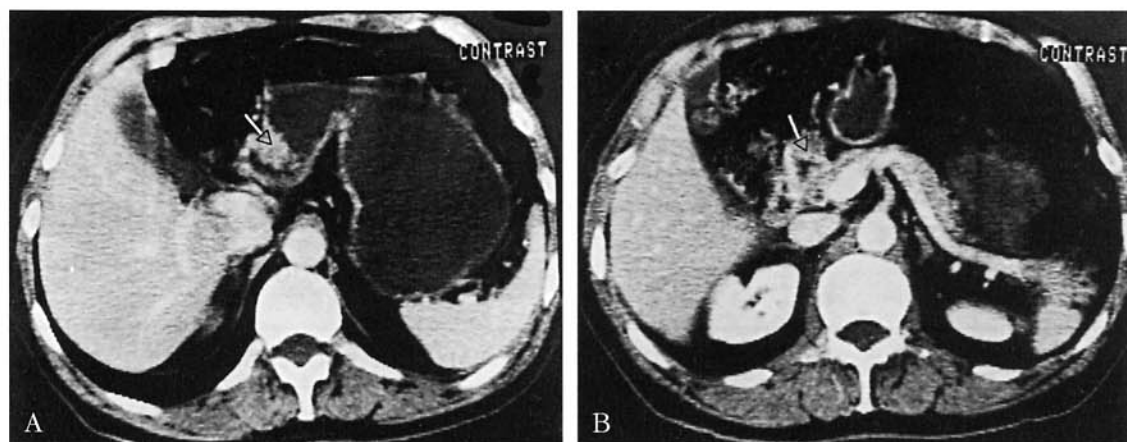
TC addome superiore con mdc ev: scansioni assiali condotte a livello epigastrico; l'indagine è stata eseguita previa distensione idrica dello stomaco. A) Si apprezza una notevole distensione del lume gastrico; in corrispondenza della prima porzione duodenale si rileva un netto ispessimento delle pareti del viscere (freccia). B) Buona evidenziazione delle pareti gastroduodenali che risaltano fra l'ipodensità (acqua) del lume e quella dell'adipe peritoneale; ben apprezzabile il netto ispessimento a livello del bulbo duodenale (freccia).
